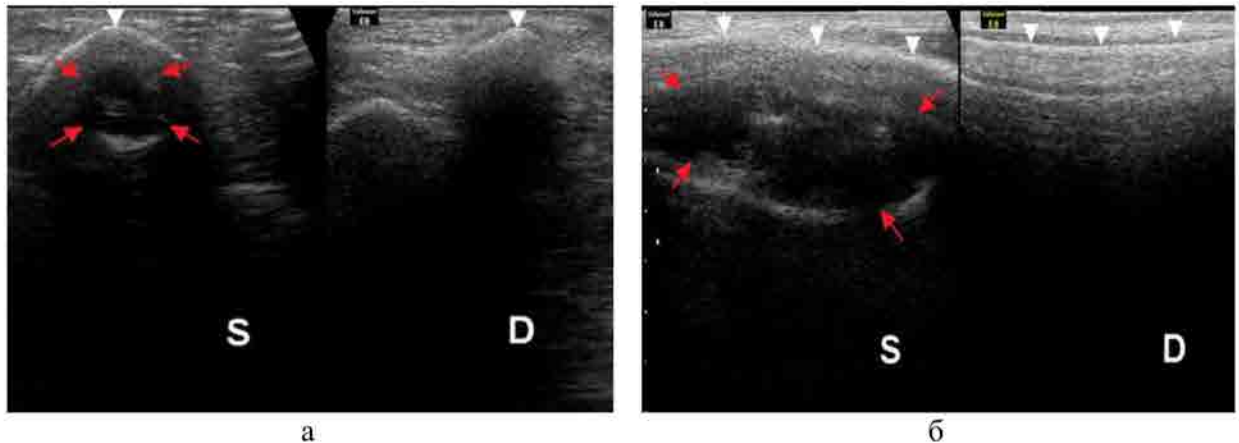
УЗИ пациента 10 лет с хроническим воспалительным процессом, D – правая конечность, S – левая конечность, киста дистальной МЭ зоны левой большеберцовой кости (красные стрелки), поверхность кости (белые стрелки):
